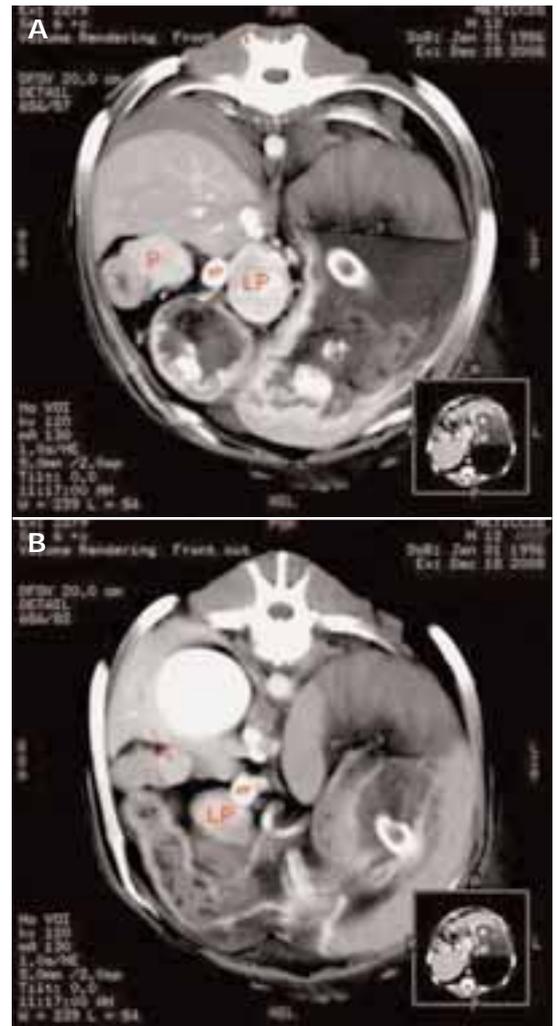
CT total-body: immagini Volume Rendering della regione pancreatica craniale (3A) e caudale (3B). Si notino i linfonodi portali megalici (LP) a destra e a sinistra della vena porta (VP). Il pancreas (P) è aumentato di volume, con margini irregolari, e nella porzione caudale si nota una lesione nodulare iperdensa dopo la somministrazione del mezzo di contrasto (freccia).
